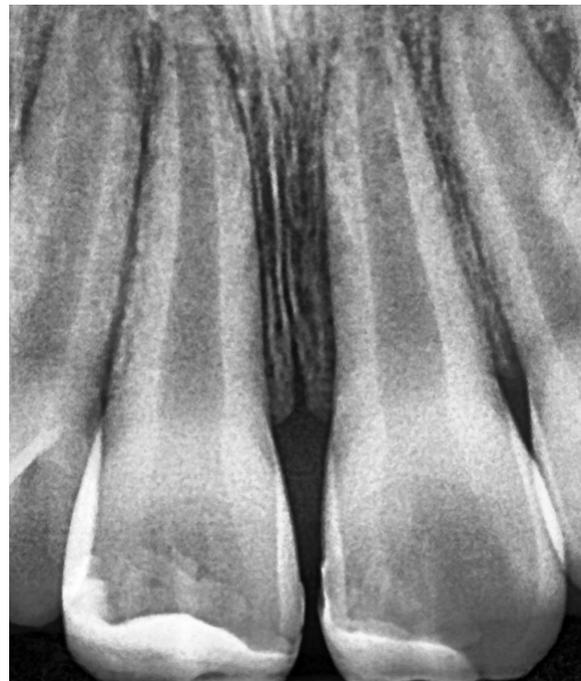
최종 수복 후 치근단 방사선 사진
